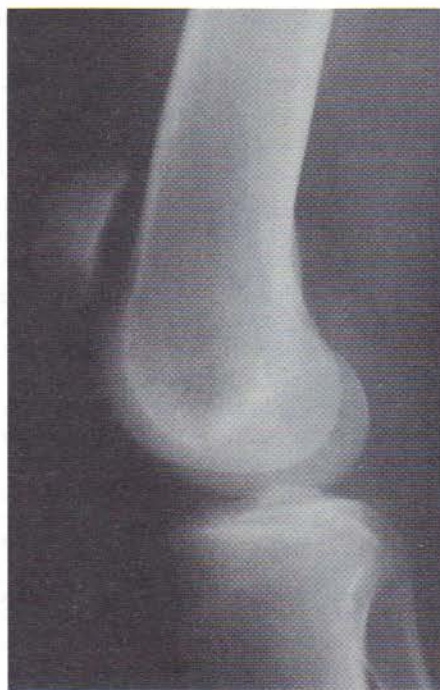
Radiografie laterală a genunchiului, indicând o patelă anormal de ridicată după o ruptură acută de tendon patelar. Pacientul era un pilot de avion în vârstă de 40 de ani, care a descris „aterizarea un pic descentrată” în timp ce practica schiul alpin. O contracție bruscă, în forță, a cvadricepsului în timp ce încerca să își recapete echilibrul a dus la această leziune.
